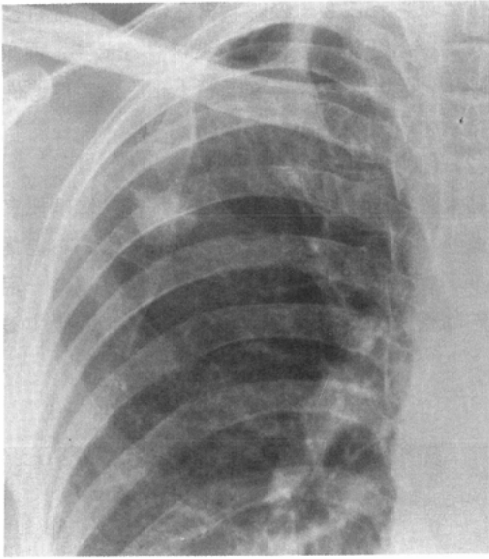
A plain chest film shows an ill-defined wedge shaped consolidation associated with minimal pleural reaction in left lower lung field near the costophrenic sulcus (a). On CT this lesion is demonstrated as an oval mass measuring about 3.0×2.5cm in size adjacent to the left hemi-diaphragm (b). The main mass is located in S⁶b. Linear and small patchy densities are scattered around the proximal portion of B⁸ continuously (c).
